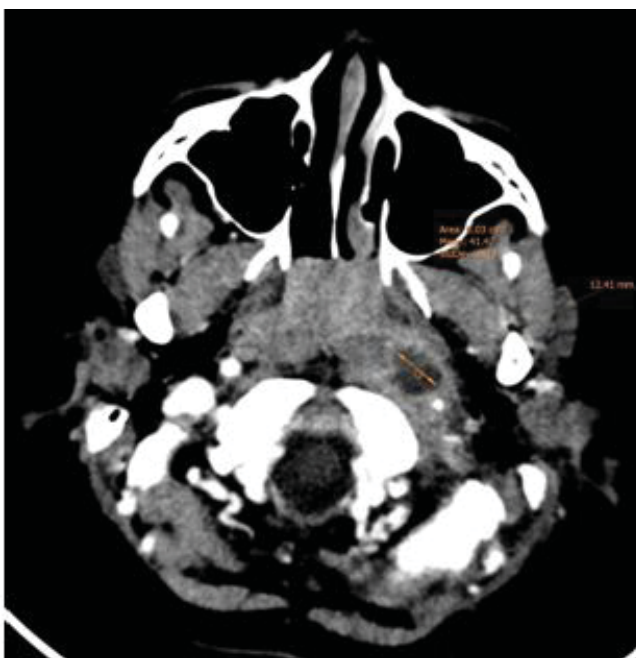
Imagen 2A: TC Axial con contraste intravenoso. Absceso hipodenso en región paramigdalina izquierda (como probable origen del absceso retrofaríngeo). Imagen 2B: TC Axial extensión inferior por el espacio retrofaríngeo izquierdo.
